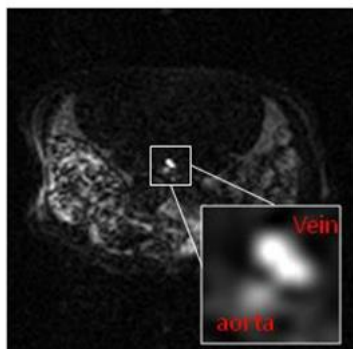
MRI images of abdominal aorta and vein after 1 month transplantation of the decellularized blood vessels modified with POG7G3REDV.
